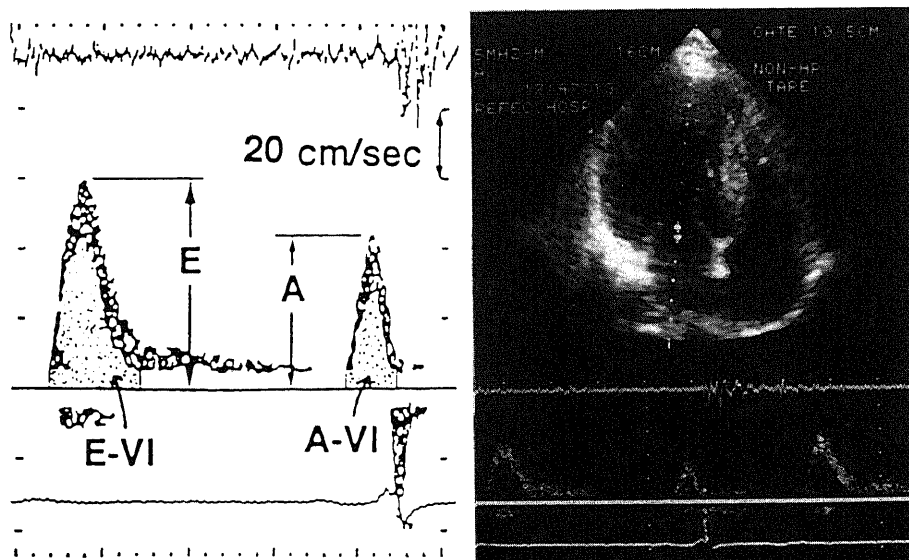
Apical four-chamber view showing the location of the Doppler sample volume at the center of the mitral annulus (right panel). Simultaneous recording of transmitral flow velocity pattern showing the indices measured in this study (left panel). A, atrial contraction flow velocity; A-VI, atrial contraction flow time-velocity integral; E, early diastolic flow velocity; E-VI, early diastolic flow time-velocity integral.
